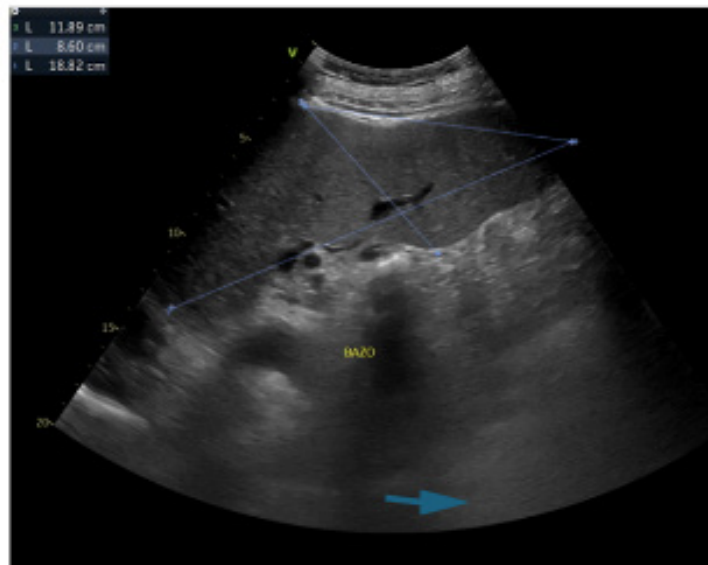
Ultrasonido Bazo, con índice esplénico Grado IV
